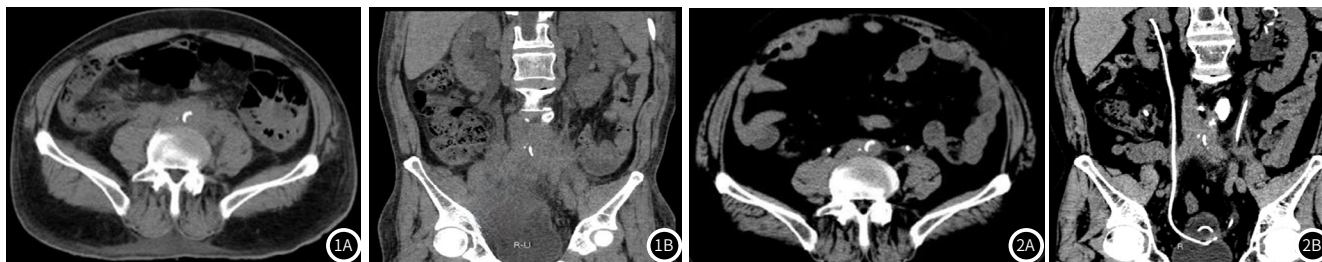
治疗前腹膜后纤维化CT表现。图1A: 腹膜后软组织团块包绕腹主动脉下段; 图1B: 腹膜后软组织团块包绕双侧输尿管致双肾积水(左侧输尿管累及长度约8cm, 右侧输尿管累及长度约11cm)。图2 治疗3个月后腹膜后纤维化CT表现。图2A: 腹膜后软组织团块较前明显减少, 双侧输尿管内可见支架影; 图2B: 双侧输尿管支架置入术后, 双侧输尿管外软组织团块较前明显减少。
